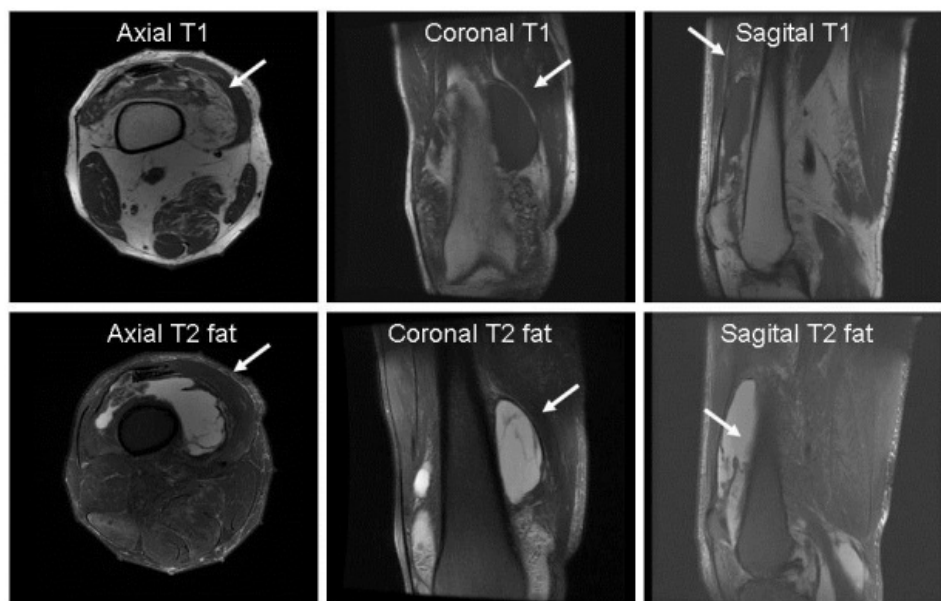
Cortes axial, coronal y sagital de Resonancia Magnética de rodilla derecha en secuencias T1 y T2 con supresión grasa. Lesión de aspecto frondoso, contenido grado mixto en el interior y proyecciones sinoviales de aspecto vellosa (flechas).
